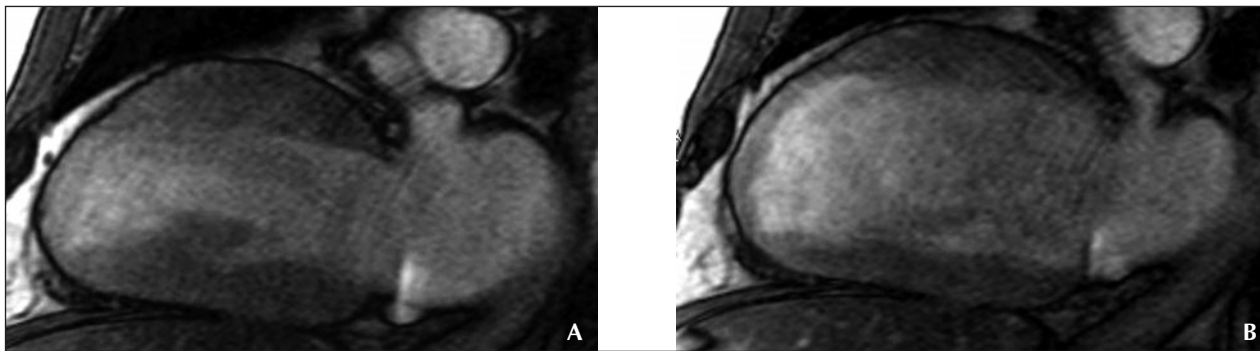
Corte duas câmaras da RNM 6 meses pós-TC, mostrando significativa melhora na função contrátil e encurtamento da parede ântero-apical (A: sístole; B: diástole).
